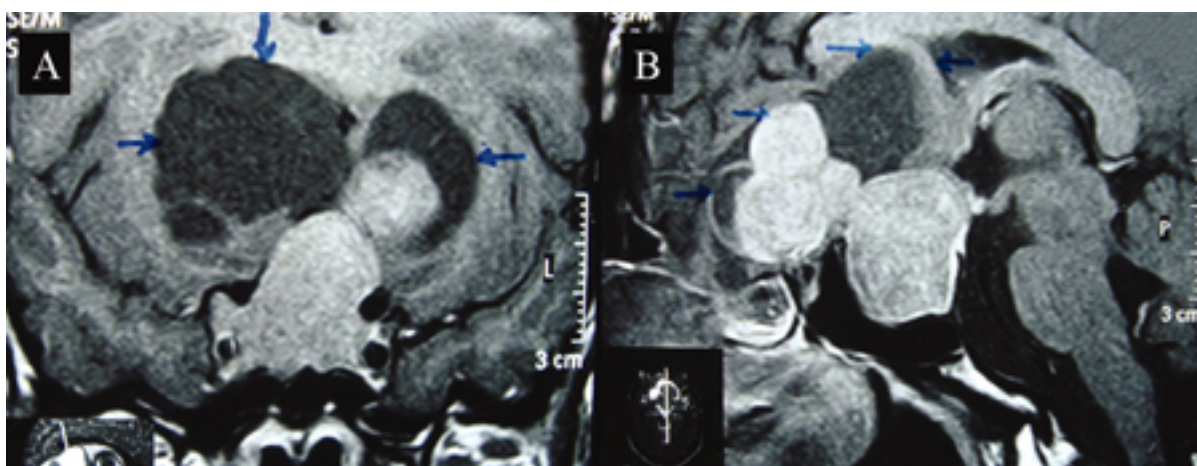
Cortes coronal (A) e sagital (B) na ressonância nuclear magnética ponderados em T1, após contraste, mostrando um tumor intrasselar grande com componente suprasselar. O componente sólido suprasselar apresenta uma margem lobulada com áreas císticas periféricas não intensificadas (margens indicadas pelas setas), que são levemente hiperintensas em comparação com o líquido cefalorraquidiano nas cisternas basais
